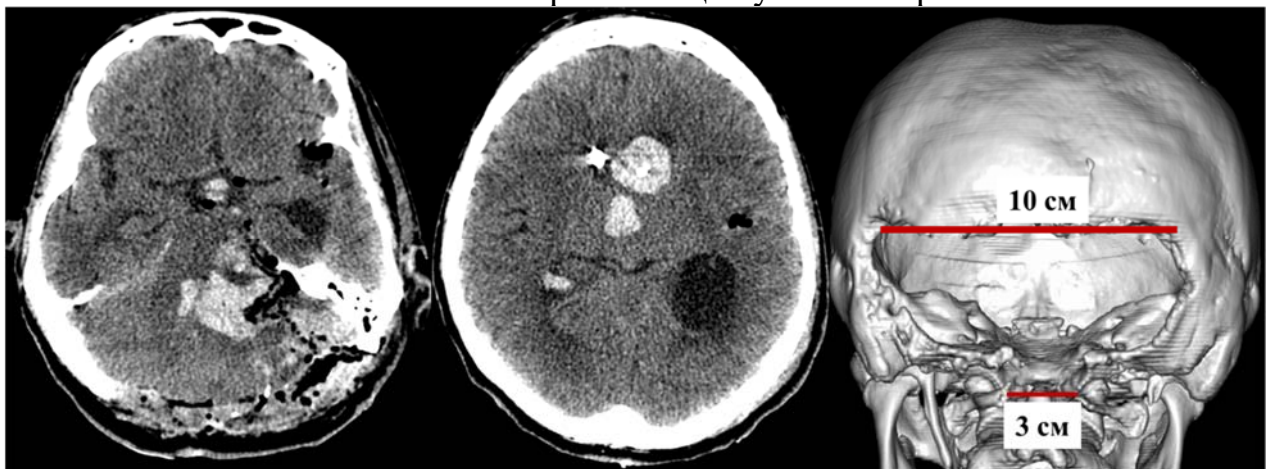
КТ головного мозга после широкой декомпрессии ЗЧЯ, также резецирована задняя дужка атланта
